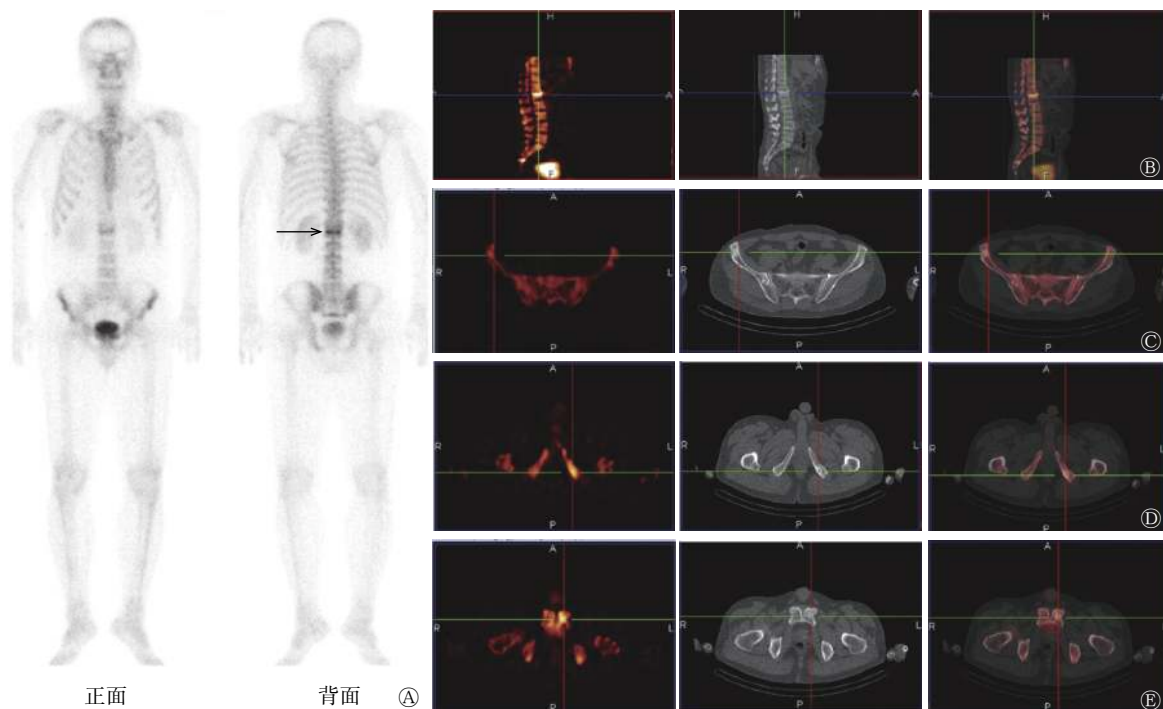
前列腺癌患者(男性, 47 岁)的 SPECT 全身平面骨显像和 SPECT/CT 融合显像图 A 为 SPECT 全身平面骨显像图, 示 L1 椎体有代谢增高病灶(箭头所示); B-E 图中由上至下依次为 SPECT、CT、SPECT/CT 融合显像图。B 为脊柱, 示 L1 椎体代谢增高病灶对应部位的 CT 图像可见椎体塌陷变形(定位线所示), 考虑为压缩性骨折; C 为右侧髂骨翼, 示代谢增高病灶同时伴有 CT 高密度结节影(定位线所示), 提示为骨转移瘤; D 为左侧坐骨, 示代谢增高病灶同时伴有 CT 高密度影和骨膜不连续(定位线所示), 提示为骨转移瘤; E 为左侧耻骨, 示代谢增高病灶伴有 CT 高密度结节影(定位线所示), 提示为骨转移瘤。SPECT 为单光子发射计算机断层摄影术; CT 为计算机断层摄影术
